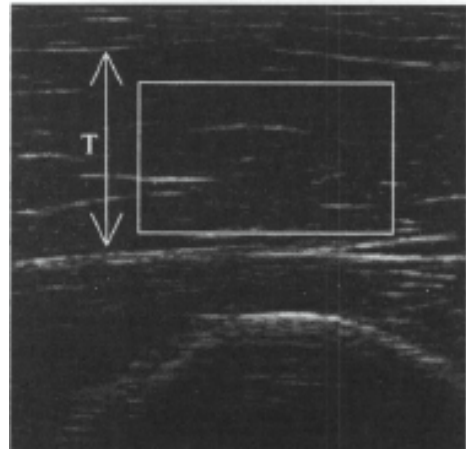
Ultrasonography of the biceps brachii muscle. T: thickness
